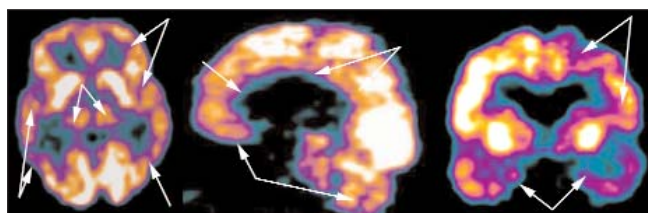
ПЭТ с 18F-ФДГ. «Смешанная» деменция (БА+ЦВЗ). Гипометаболизм в проекции лобных, теменных, височных долей, гиппокампов, базальных ядер, поясной извилины и мозжечка (указан стрелками)
